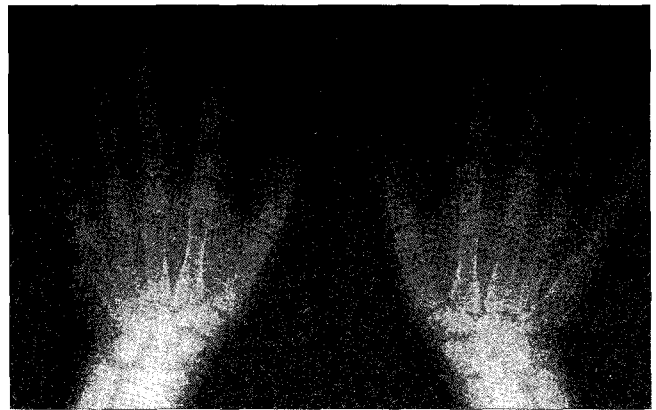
Hand & Wrist Radiograph.
